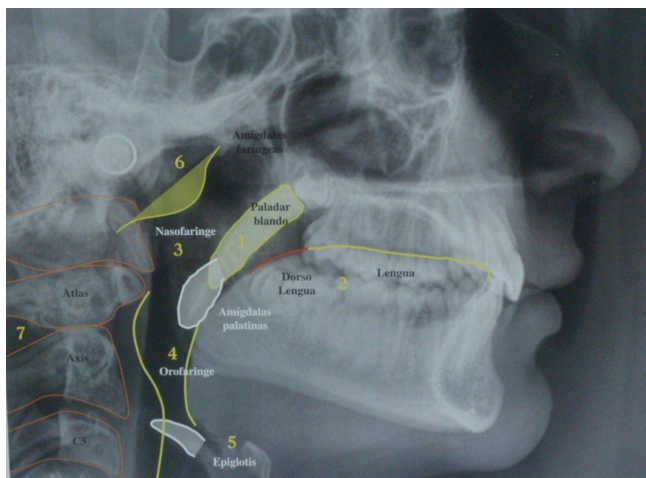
Telerradiografía lateral de cráneo. Imagen tomada de Atlas de cefalometría y análisis facial. DR Fernández y Dr Da Silva.Editorial Ripano.
